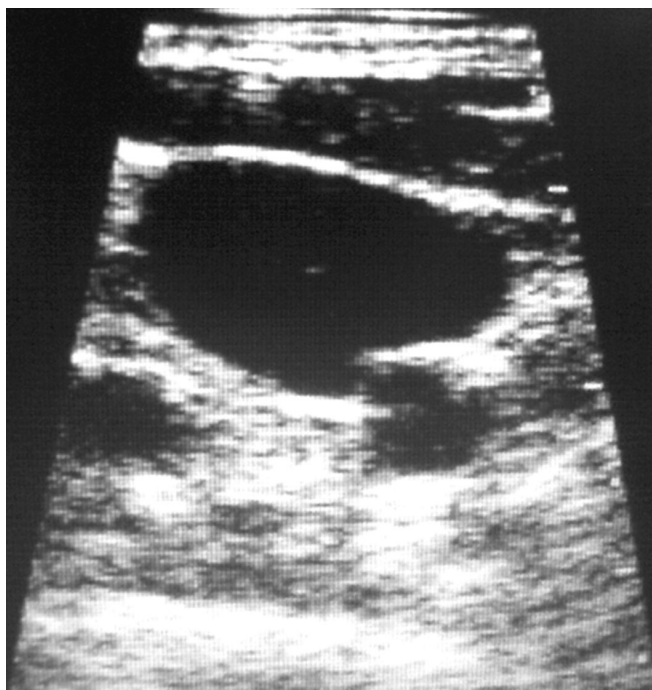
Immagine ecografica di una vena giugulare interna destra “facile”.
